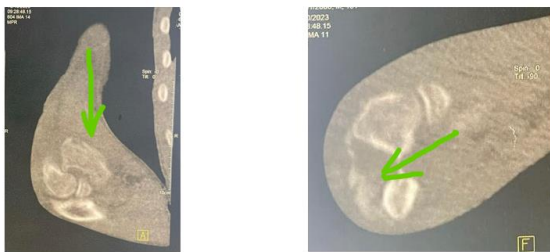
Images TDM montrant une image de densité osseuse à la face antérieure et postérieure du coude.
